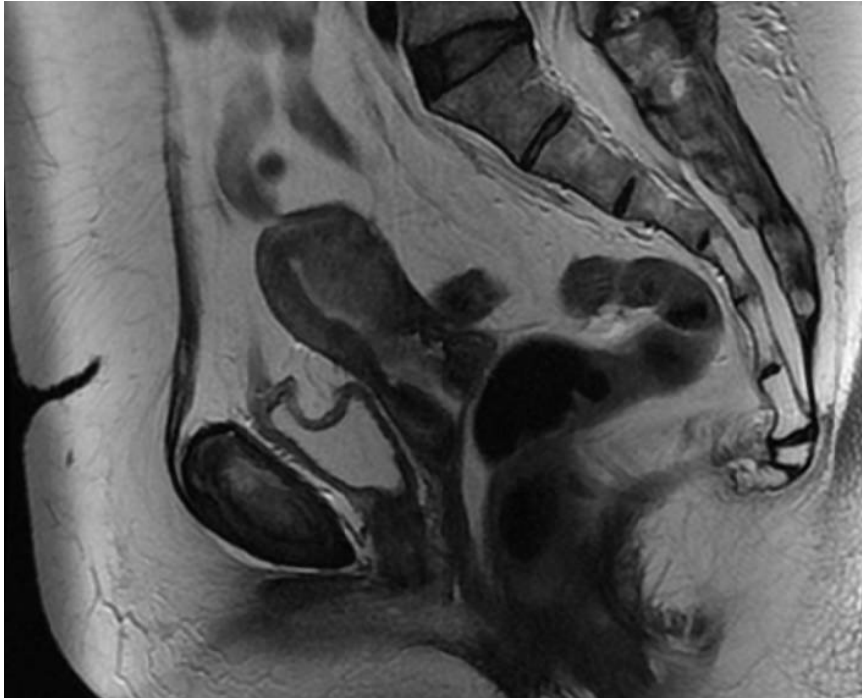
Imagen de resonancia magnética sagital en T2 sospechosa de malignidad que muestra lesión nodular en la pared posterior endometrial, (hipointensa en relación con el endometrio normal), con afectación de la pared miometrial subyacente.
